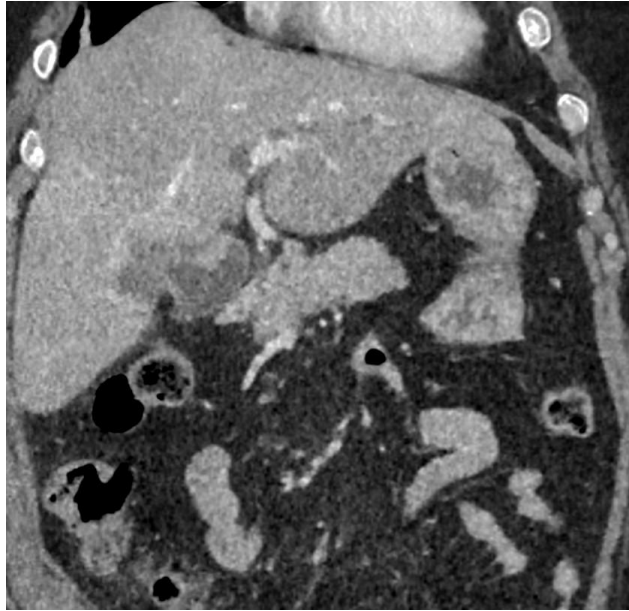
TC con contraste. Marcado engrosamiento heterogéneo de la pared del fundus vesicular extendiéndose hacia la grasa perivesicular en forma de masa mal definida hipodensa que infiltra al hígado.
